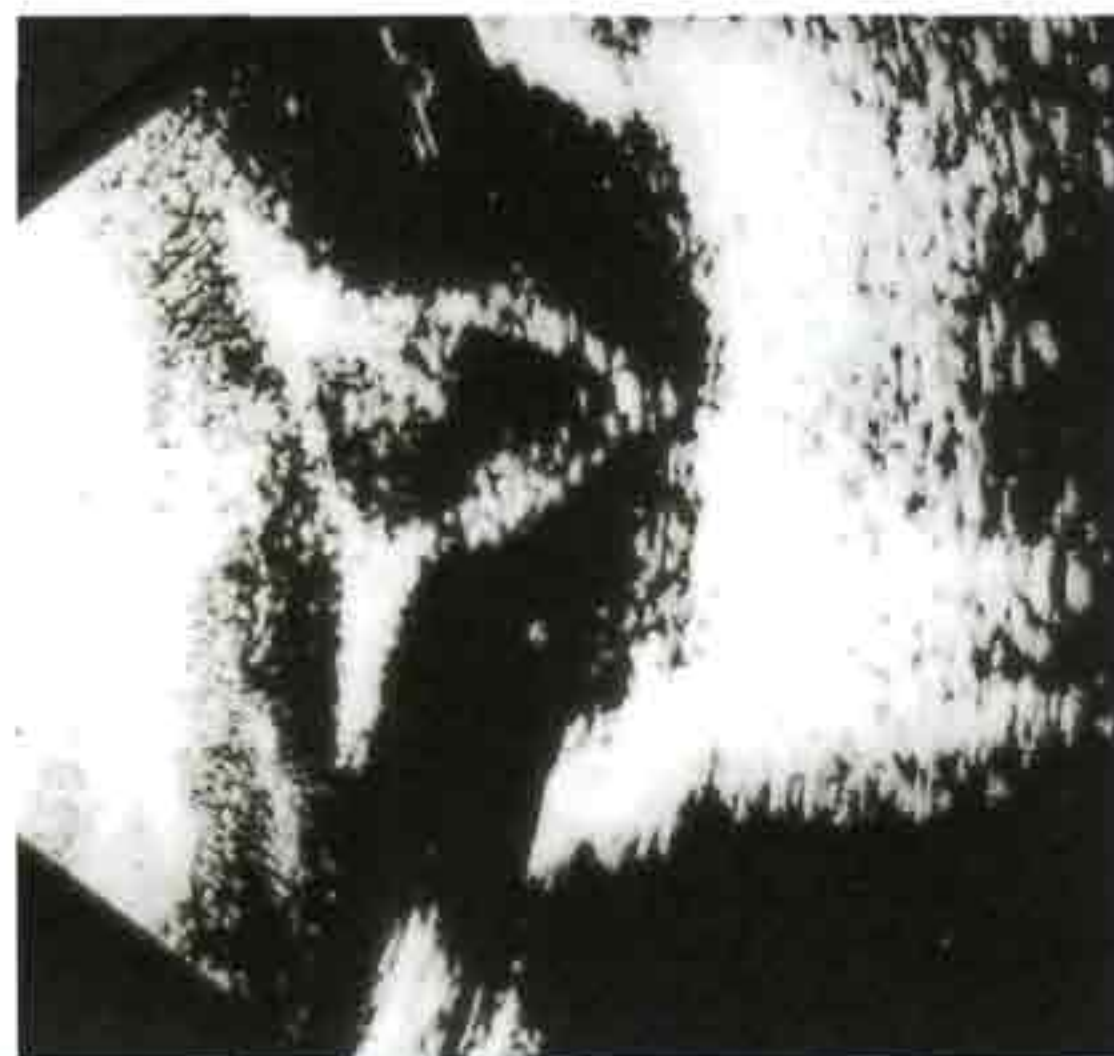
Сагитальное В-сканирующее УЗИ: ОС в нижнем отделе (предоставлено К. Nischal)
